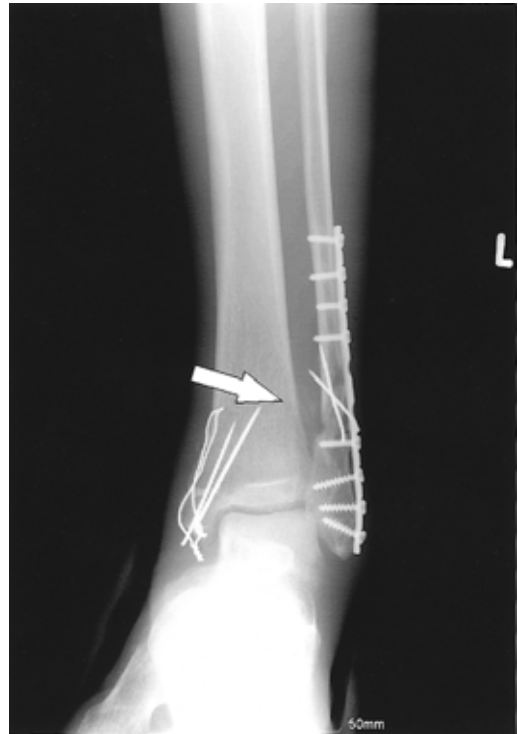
Radiograph taken at 4 weeks after initial injury shows first ossification.
